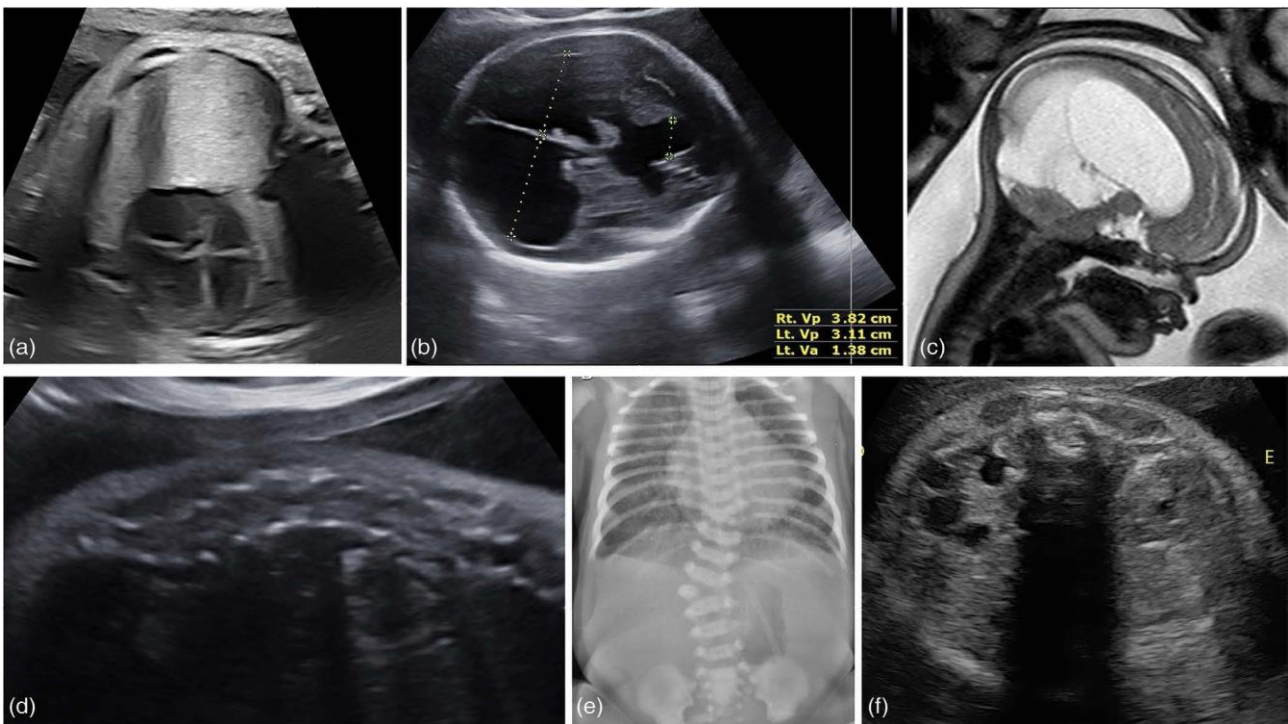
Приклади вад розвитку у плодів матерів, хворих на ЦД: диспропорція лівої та правої камер, що спричинена коарктацією аорти (*a*); розширення бічних шлуночків (гідроцефалія) на УЗД (*b*) і МРТ (*c*) плода; сколіоз плода внаслідок напівхребця (МРТ) (*d*) та на рентгенограмі новонародженого (*e*); одностороння фетальна дисгенезія нирок (*f*).
